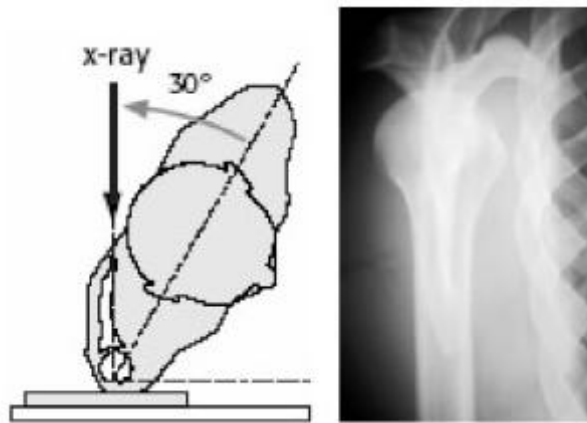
Рентгенография проксимального отдела плечевой кости в передненаружной проекции.
